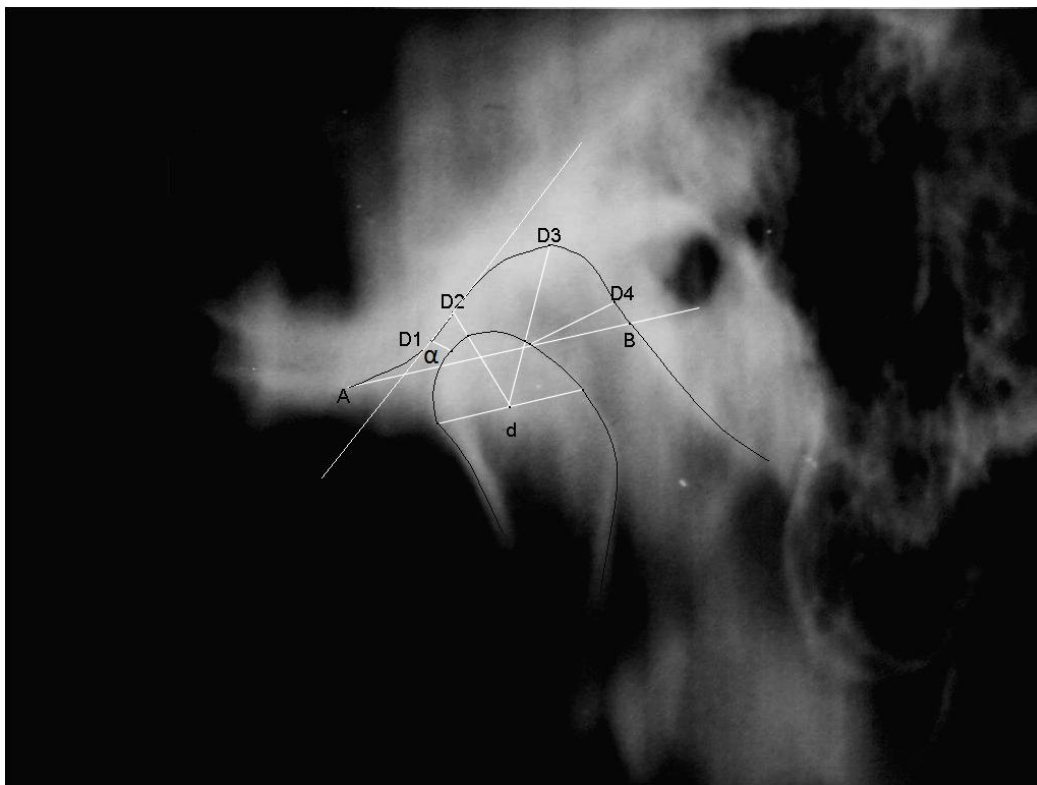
Томограмма ВНЧС с обозначениями: АВ – линия, соединяющая вершину суставного бугорка и нижний край наружного слухового прохода; d – диаметр головки нижней челюсти; α – угол ската суставного бугорка.
